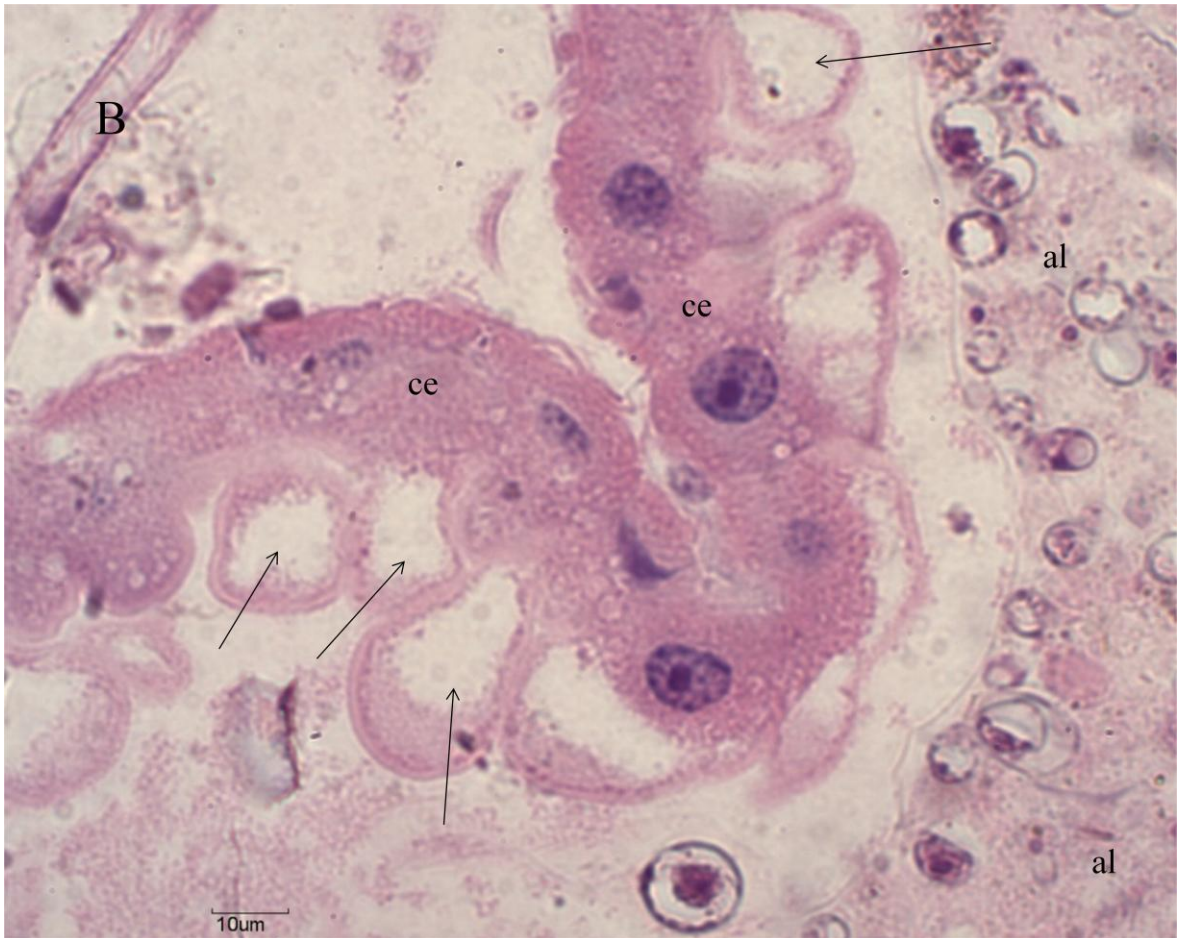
Fotomicrografias da região média do mesêntero (RM) de larvas de *Aedes aegypti* do grupo tratado com ebe de casca de caule de *Persea americana* após 24h, corados por hematoxilina/esosina. B - região média do mesêntero, mostrando vesículas de secreção.
